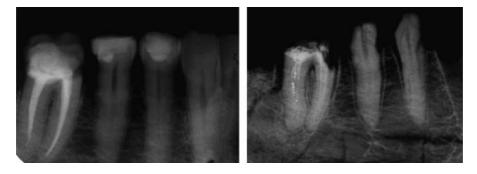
Radiografia pré e pós-cremação da mandíbula e dente obturado. Adaptado de Bush e col., 2006.
